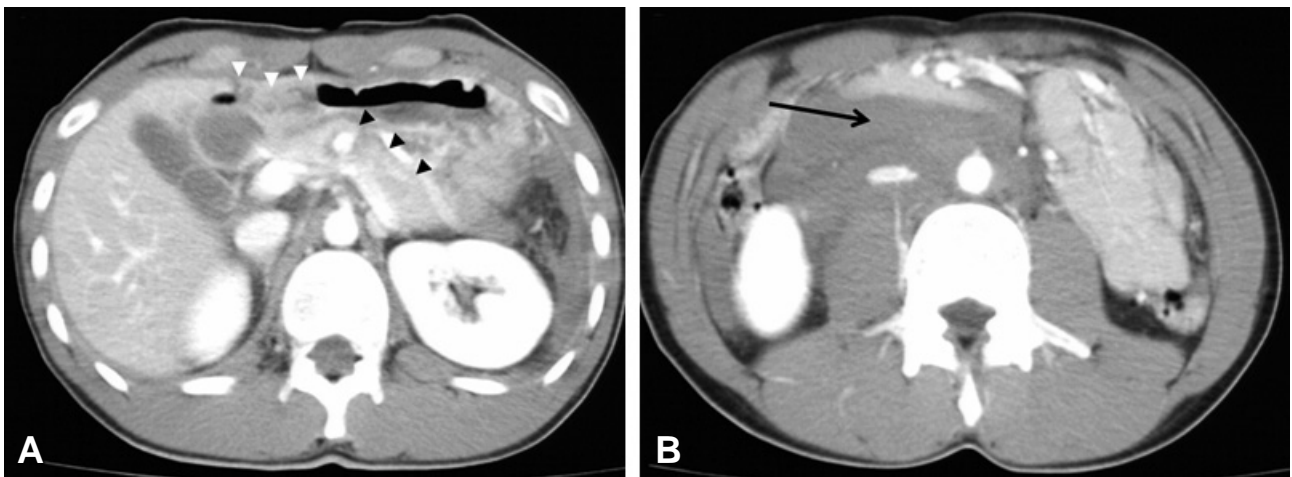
Contrast enhanced abdominal computed tomography scan shows liver injury (white arrowheads of A), pancreas injury (black arrowheads of A) and retropancreatic hematoma (black arrow of B)
